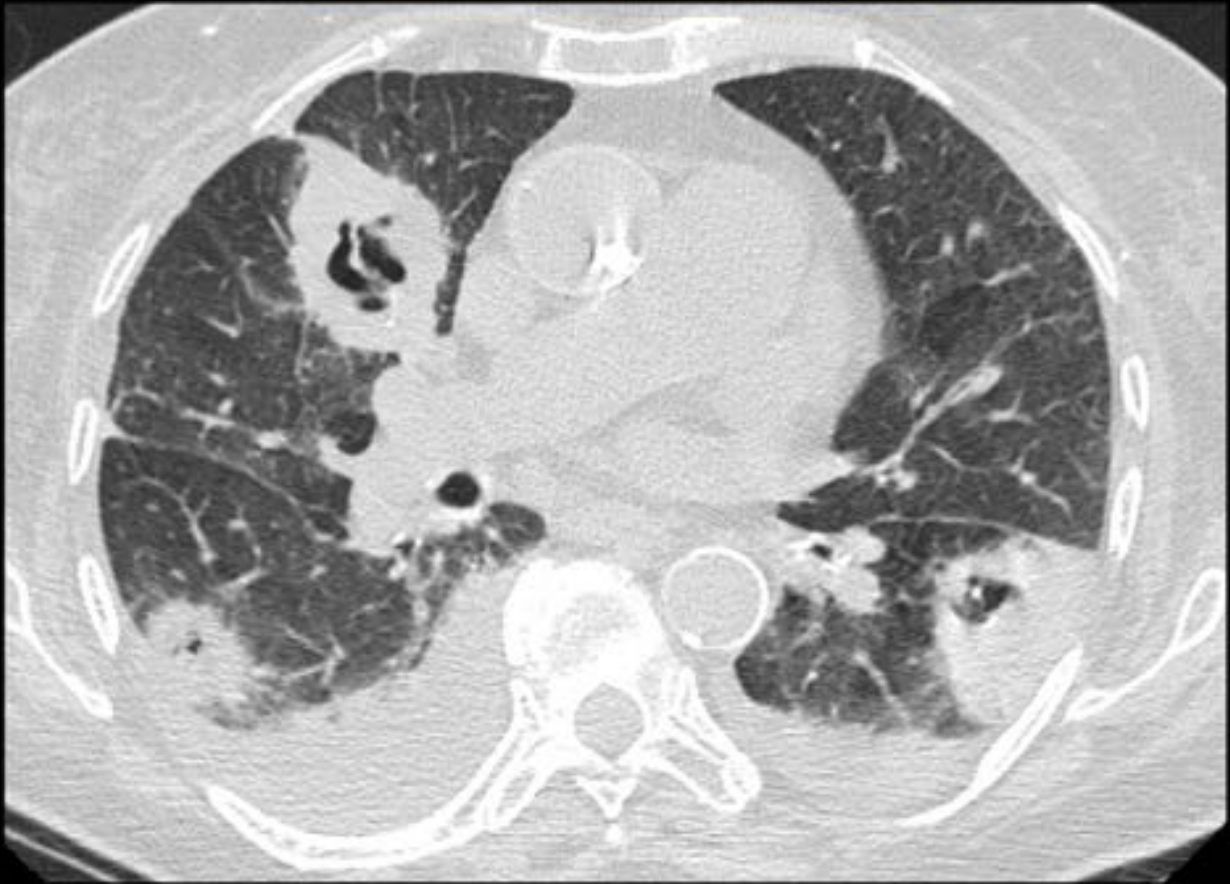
Metástasis Cavitadas. Mujer de 86 años con metástasis pulmonares de carcinoma urotelial. Corte axial de TC. Se observan nódulos y masas cavitadas, con paredes irregulares y engrosadas.
